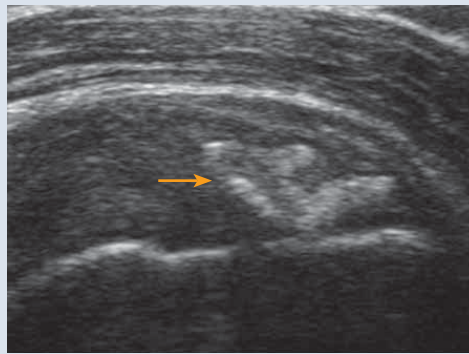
Échographie. Calcification (flèche) du tendon supra-épineux sans atténuation postérieure.
